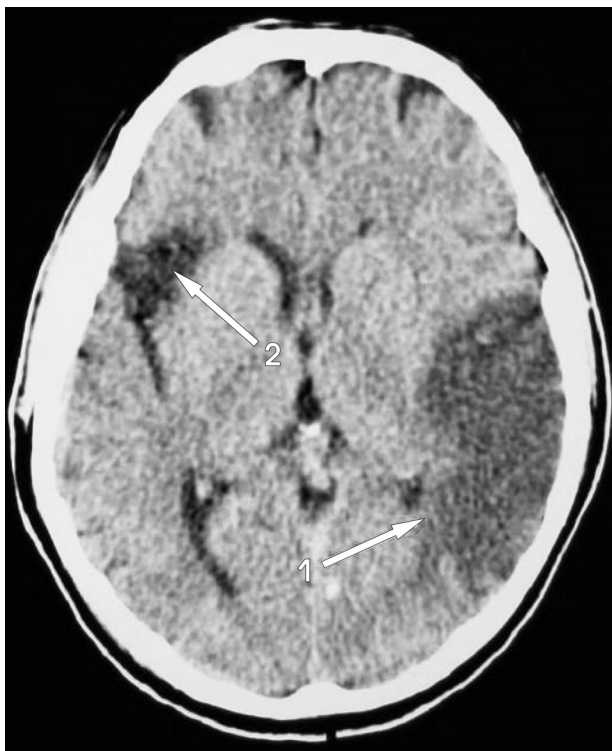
СКТ (аксіальний зріз) головного мозку хворої Я., 74 роки, виконано через 12 год від початку захворювання. Ковтальний дефіцит пацієнтки становив 15 балів (значна дисфагія) і виявлявся порушенням як ротового, так і глоткового транзиту. На томограмі візуалізується гіпоінтенсивне вогнище інфаркту в лівій тім'яно-скроневій (стрілка 1) та правій лобно-скроневій (стрілка 2) ділянках
